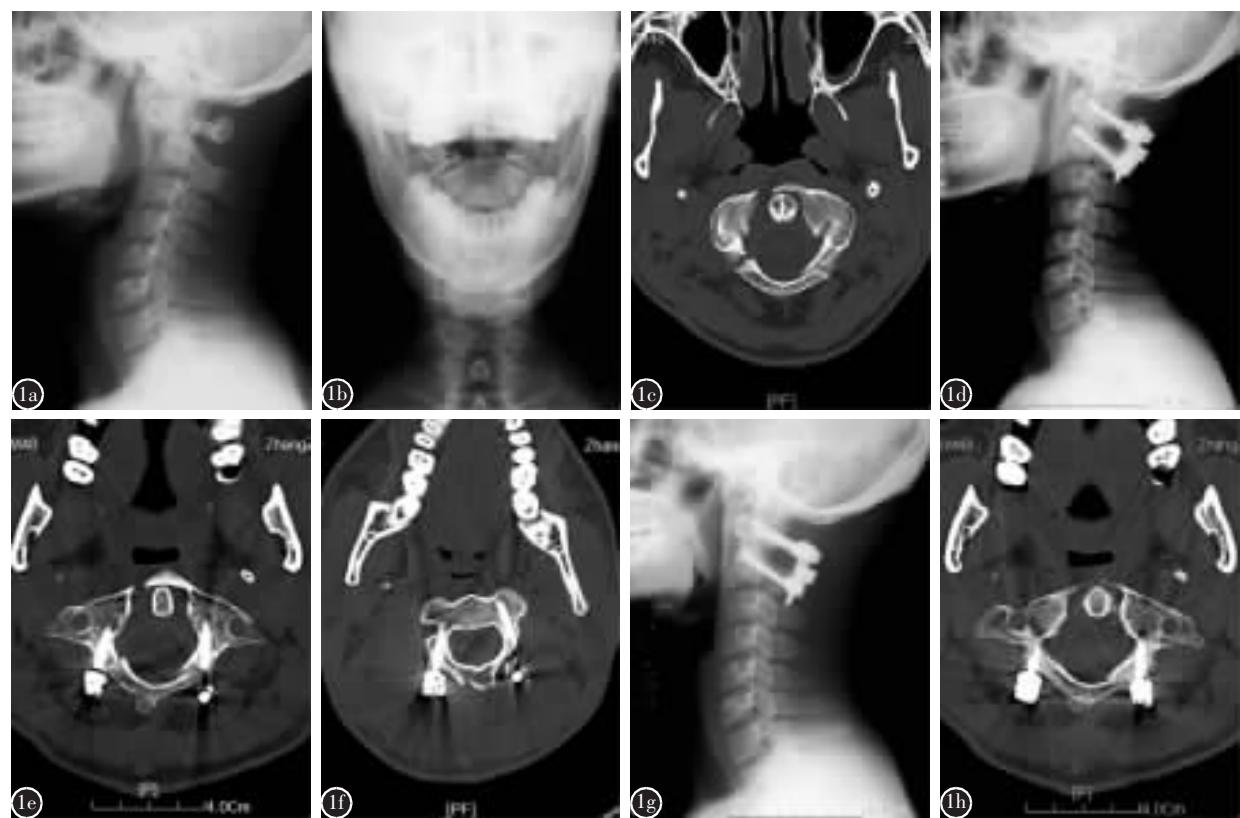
患者男性, 48 岁 a,b 术前颈椎正侧位 X 线片示齿状突骨折、寰椎骨折并寰枢关节不稳 c 术前螺旋 CT 示寰椎 Jefferson 骨折 d 术后侧位 X 线片示齿状突骨折及寰枢关节脱位已基本复位, 内固定位置良好 e,f 术后 3d 时螺旋 CT 示寰枢椎置钉位置良好 g,h 术后 6 个月侧位 X 线片及螺旋 CT 示寰椎及齿状突骨折愈合良好, 螺钉位置良好
